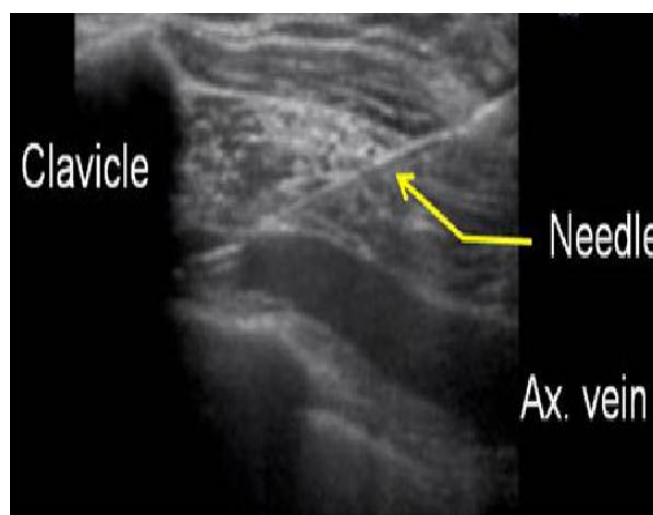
Vue échographique d'une ponction dans le plan de la veine sous Clavière.
